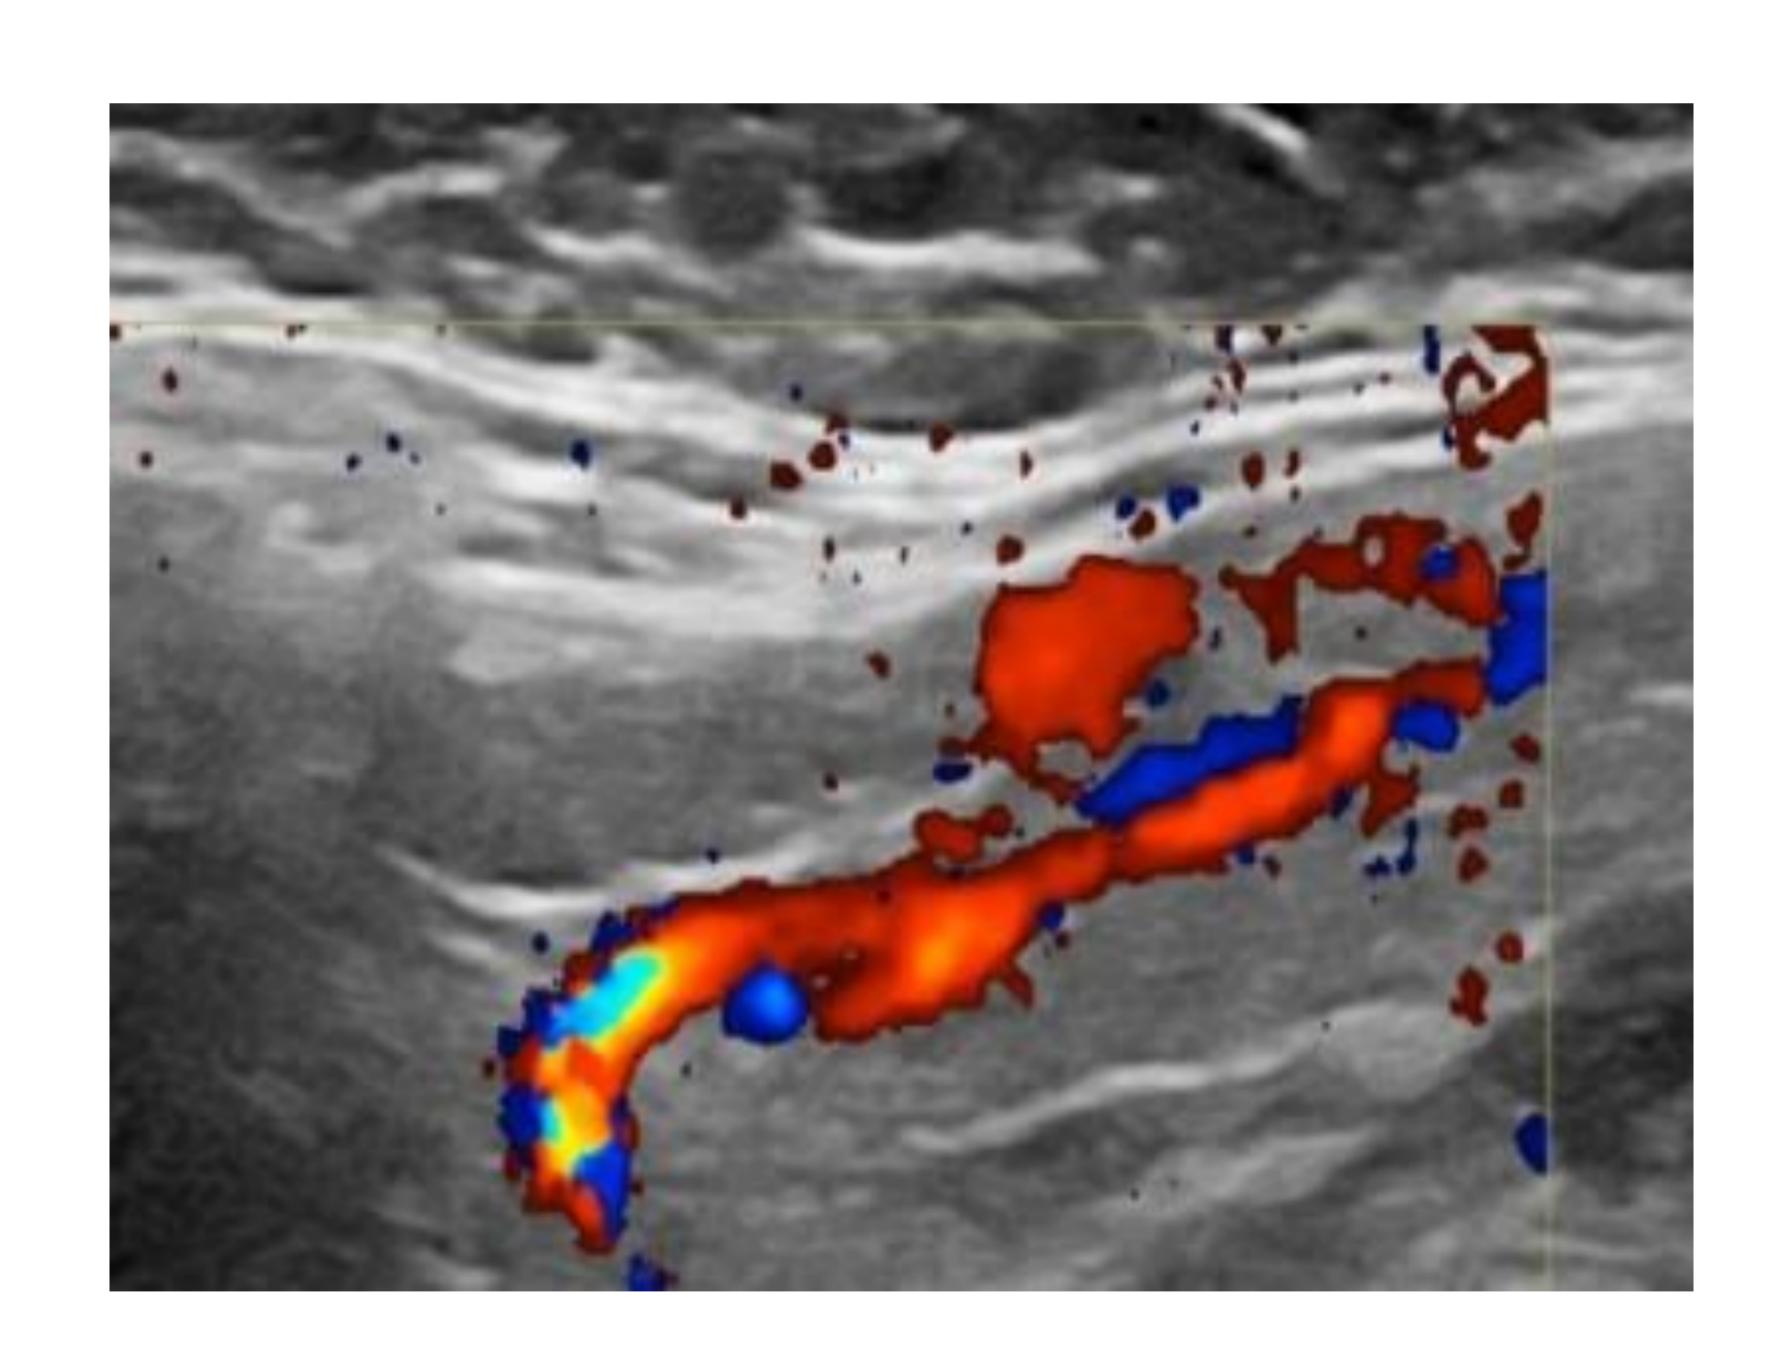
La arteria carótida externa en ecografía
